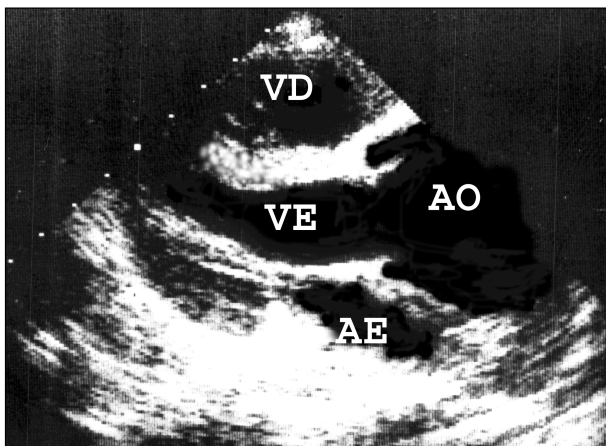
Ecocardiograma corte longitudinal. Volumoso aneurisma de aorta apresentado pelo caso 1.
